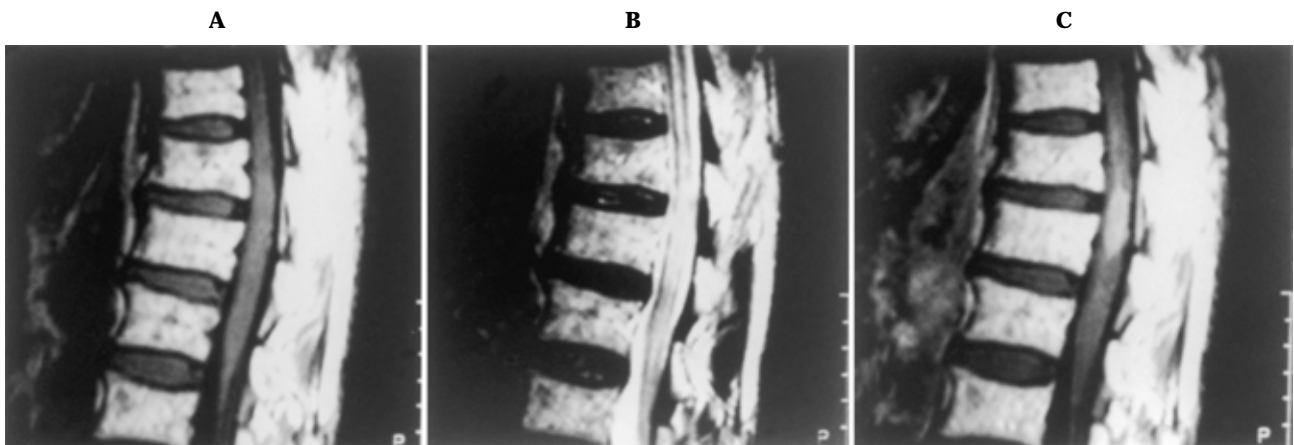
Spinal cord MR imaging. A. T1-weighted imaging (500/20) showed mild enlargement of the spinal cord at the Th 11/12 level. B. T2-weighted imaging (4720/100) showed high intensity focus in the spinal cord of the Th11/12 level. C. Gd-DTPA enhanced T1-weighted imaging (TR/TE, 500/20) showed nodular enhancement.
